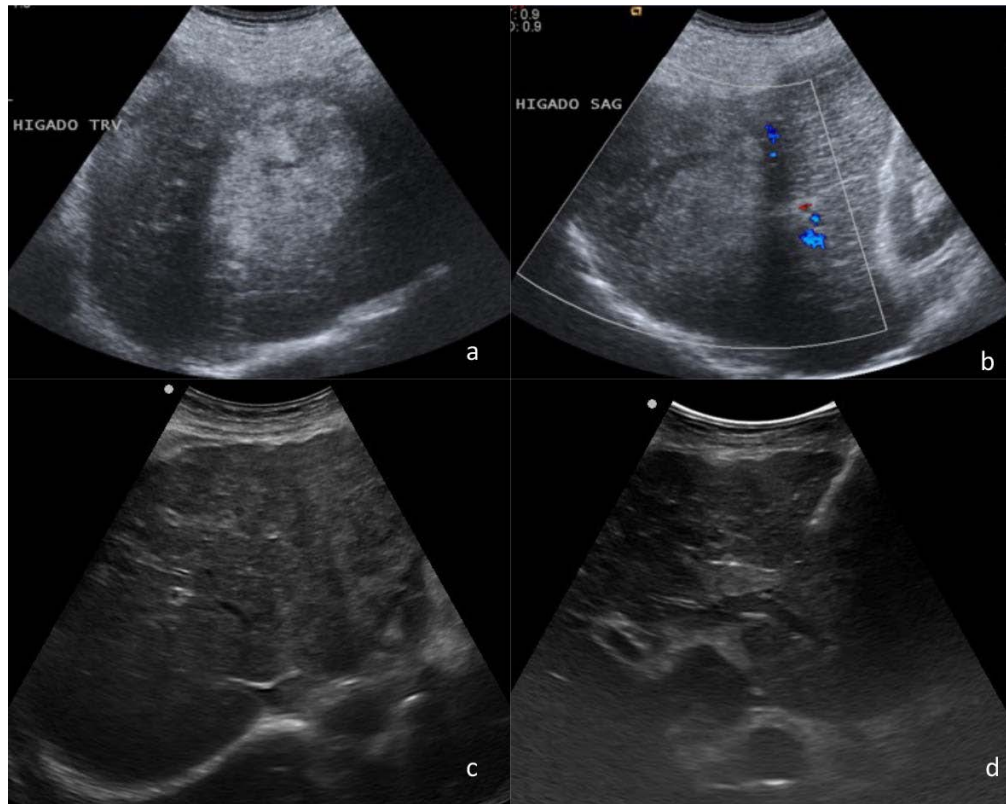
Carcinoma hepatocelular, a-b) presentación como nódulo sólido en segmento VII, ecogénico y cicatriz central; c y d) infiltración difusa del lóbulo izquierdo y biopsia guiada por ultrasonido. En ambos casos las lesiones se presentan sobre parénquima hepático cirrótico.
